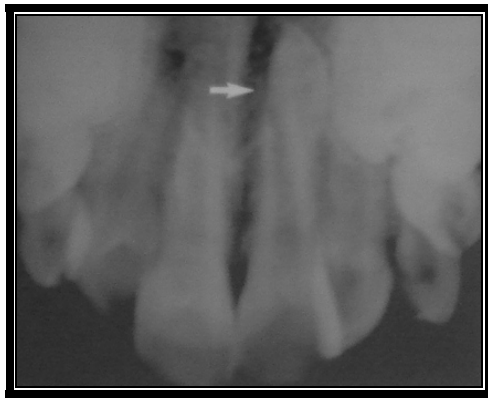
Radiografía de diagnóstico
